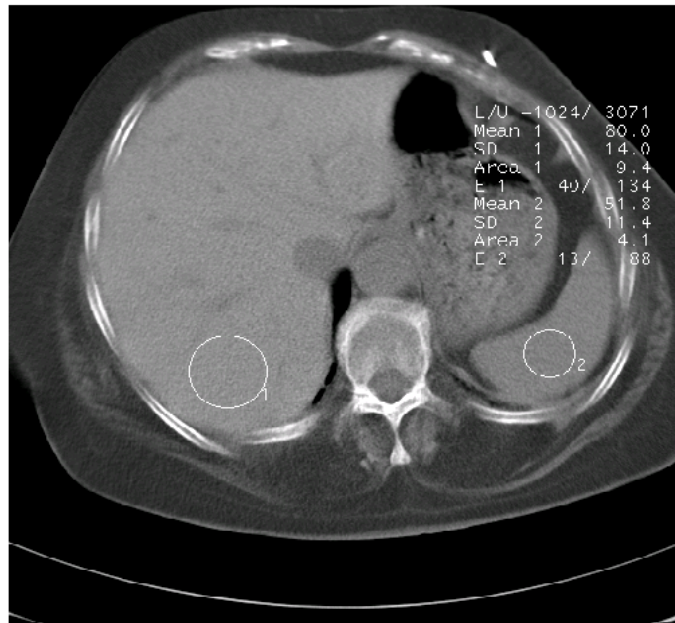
Spiral-CT. Messungen der CT-Dichtewerte von Leber und Milz. Die Leberdichte betrug 80 HE, der Dichtequotient von Leber und Milz betrug 1,54.
